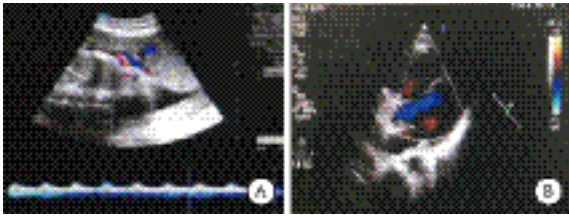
1 例妊娠合并原发性肺动脉高压 (PPH) 孕妇术前胎儿超声图 (A) 和心脏多普勒超声图 (B)
